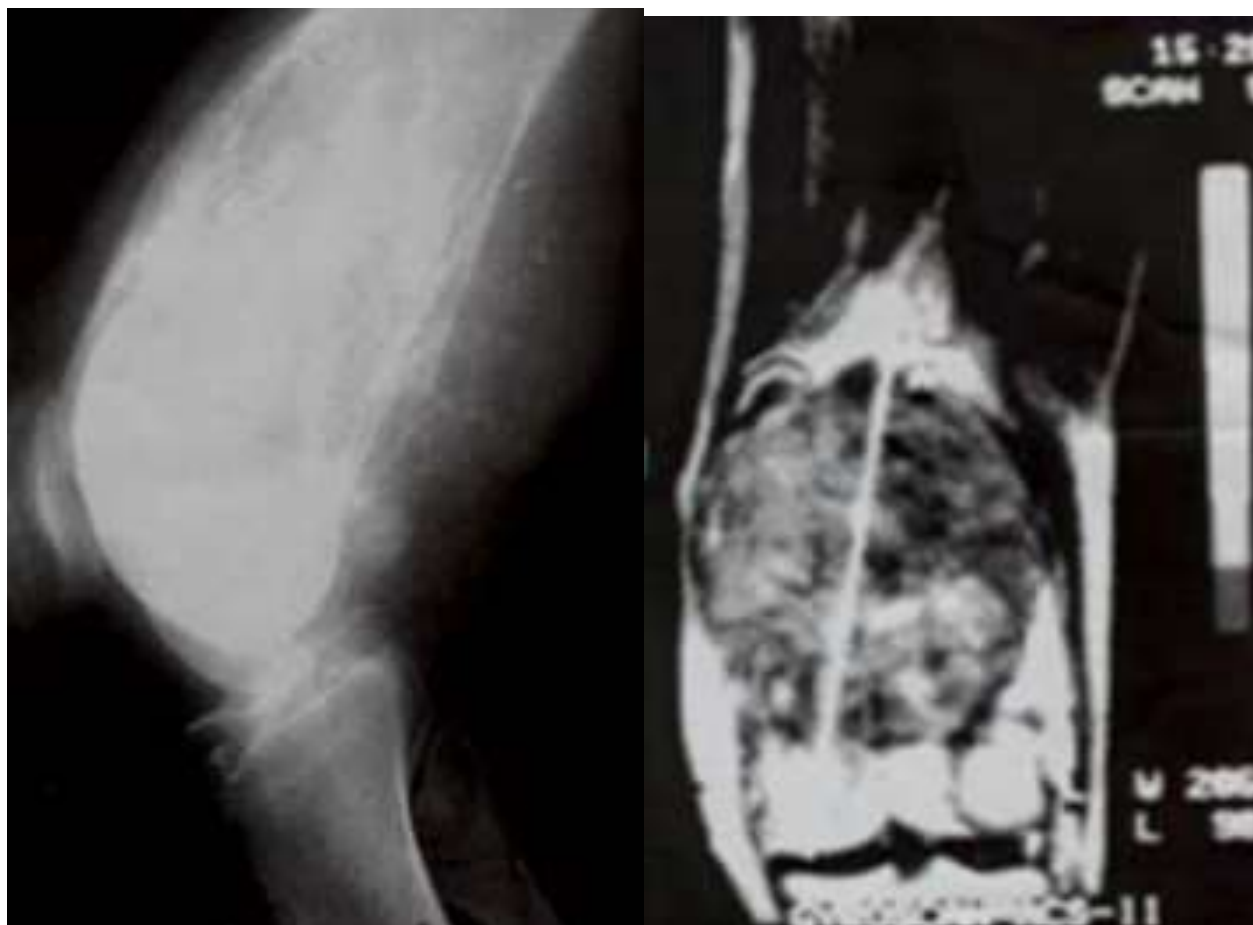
(A GAUCHE) Radiographie de profil du genou montrant un processus tumoral mixte lytique et condensant de l'extrémité inférieure du fémur. Noter la rupture corticale et la réaction périostée en feu d'herbe (A DROITE) Scanner du genou (réconstruction coronale) montrant un processus tumoral de l'extrémité inférieure du fémur avec en son sein des zones de nécrose [13]
